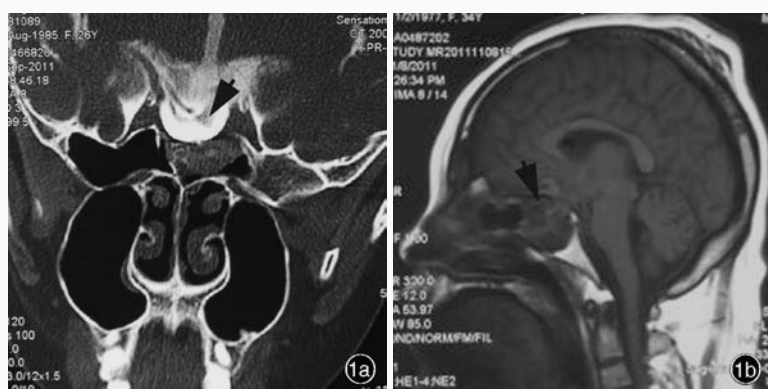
例 1 患者影像学检查所见 1a 冠状位 CT 脑池造影显示, 颅咽管瘤术后鞍底骨质大部缺失, 鞍膈下陷, 蝶鞍内充满脑脊液 (箭头所示) 1b 矢状位 T₁WI 显示, 蝶窦内软组织呈等和低信号 (箭头所示)
